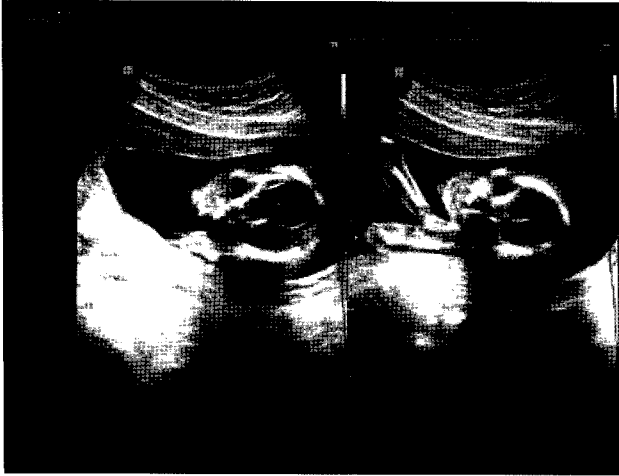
Ultrasonography findings of intrauterine pregnancy at 21 wks.
